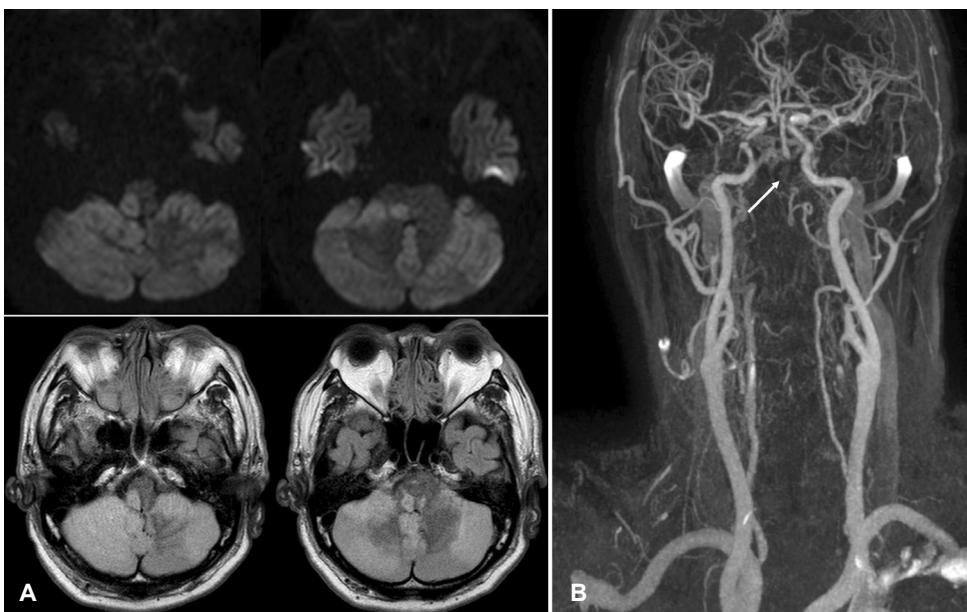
Brain MR images of presenting patient. (A) Diffusion-weighted image and fluid-attenuated inversion recovery image of patient showed acute infarction in right medulla and both cerebellum. (B) MR angiography shows occlusion of mid basilar artery (white arrow). MR; magnetic resonance.
